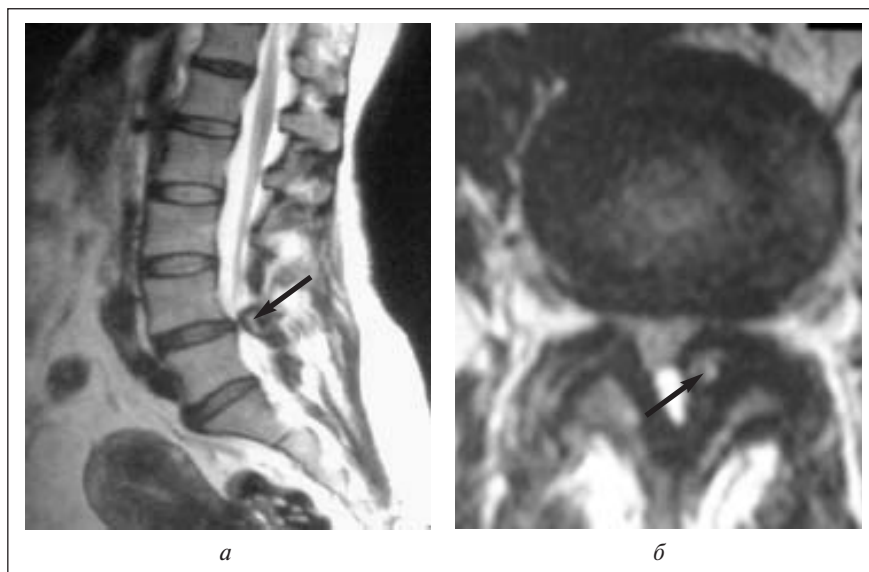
МР-томограммы поясничного отдела позвоночника в T2-режиме в сагиттальной (а) и аксиальной (б) проекциях. Аксиальная проекция выполнена на уровне диска L_{IV}—L_V.
